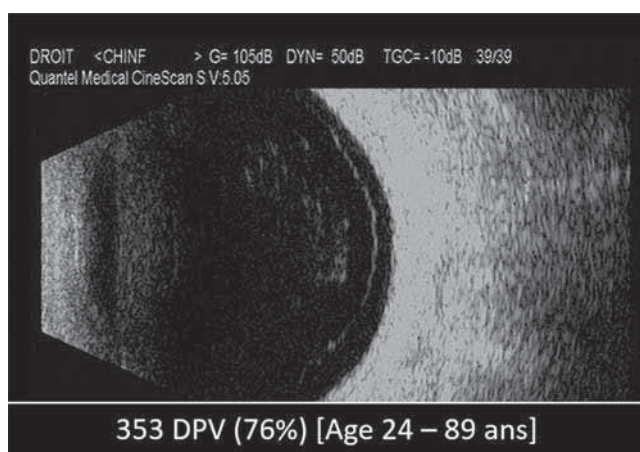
Décollement postérieur du vitré visualisé en échographie mode B.
